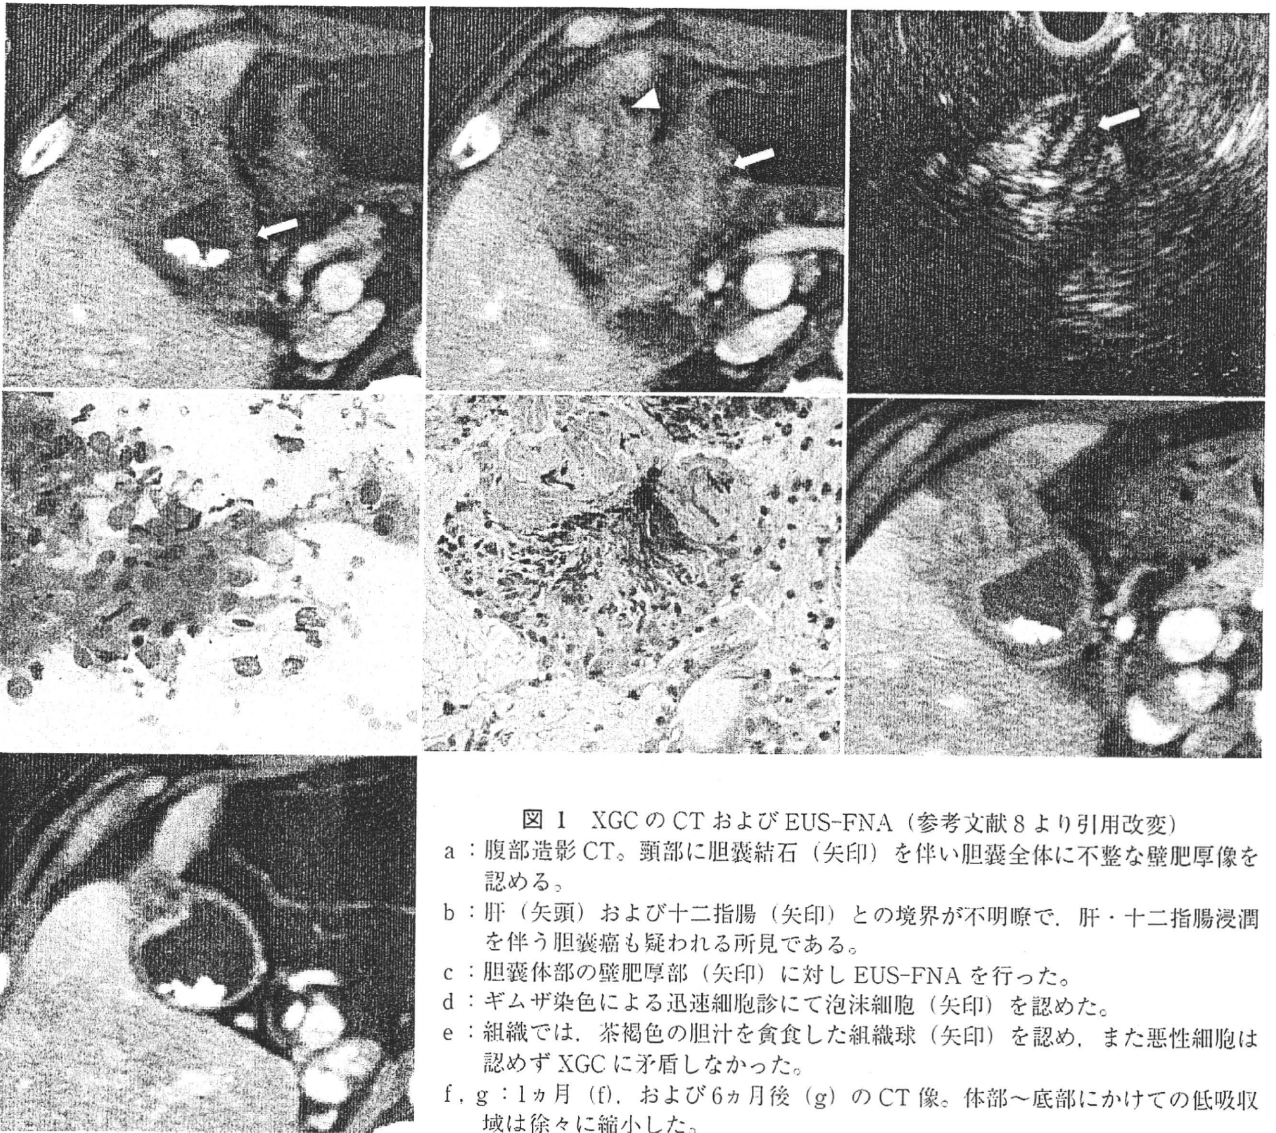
XGCのCTおよびEUS-FNA (参考文献8より引用改変)
